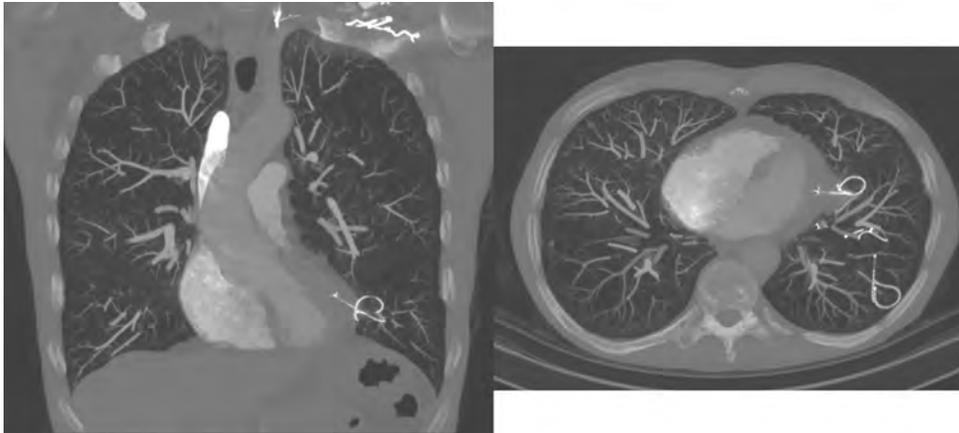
CT scan showing migrated coil.
